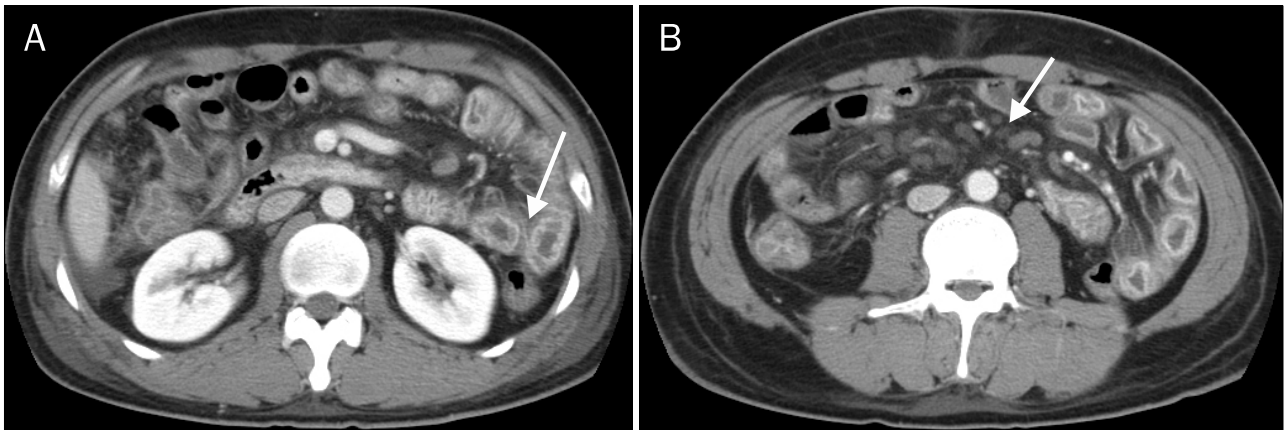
Abdominal CT findings. (A) It showed diffuse edematous change of the small bowel and right-sided colon, and associated mucosal enhancement in the proximal jejunal loop (white arrow). (B) It showed multiple prominent mesenteric nodes (white arrow).
